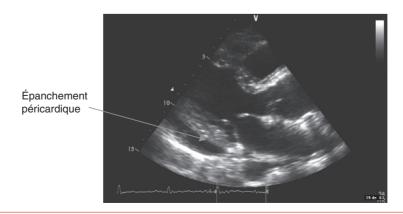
Épanchement péricardique modéré en regard du ventricule gauche en échographie transthoracique (voie parasternale grand axe).
